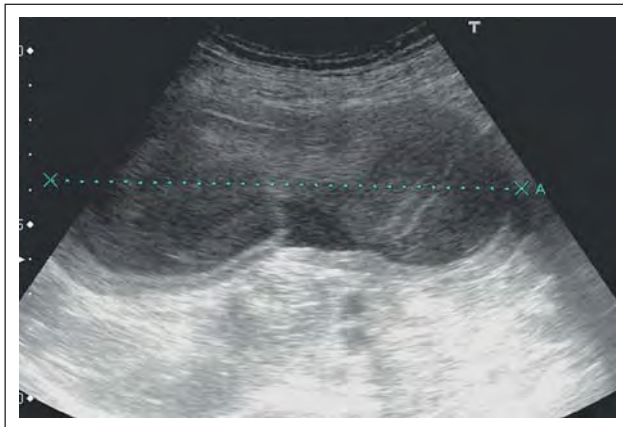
Die Sonographie zeigt eine große, tubuläre zystoide Raumforderung im rechten Unterbauch. Die Raumforderung ist dickwandig, der Inhalt ist nicht echofrei, wie bei seröser Flüssigkeit einer simplen Zyste zu erwarten wäre.
